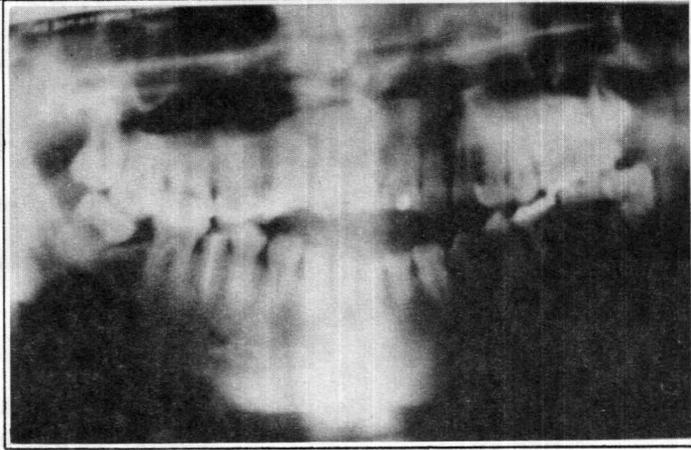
Radiografia Panorâmica mostrando aspecto pré-operatório.
